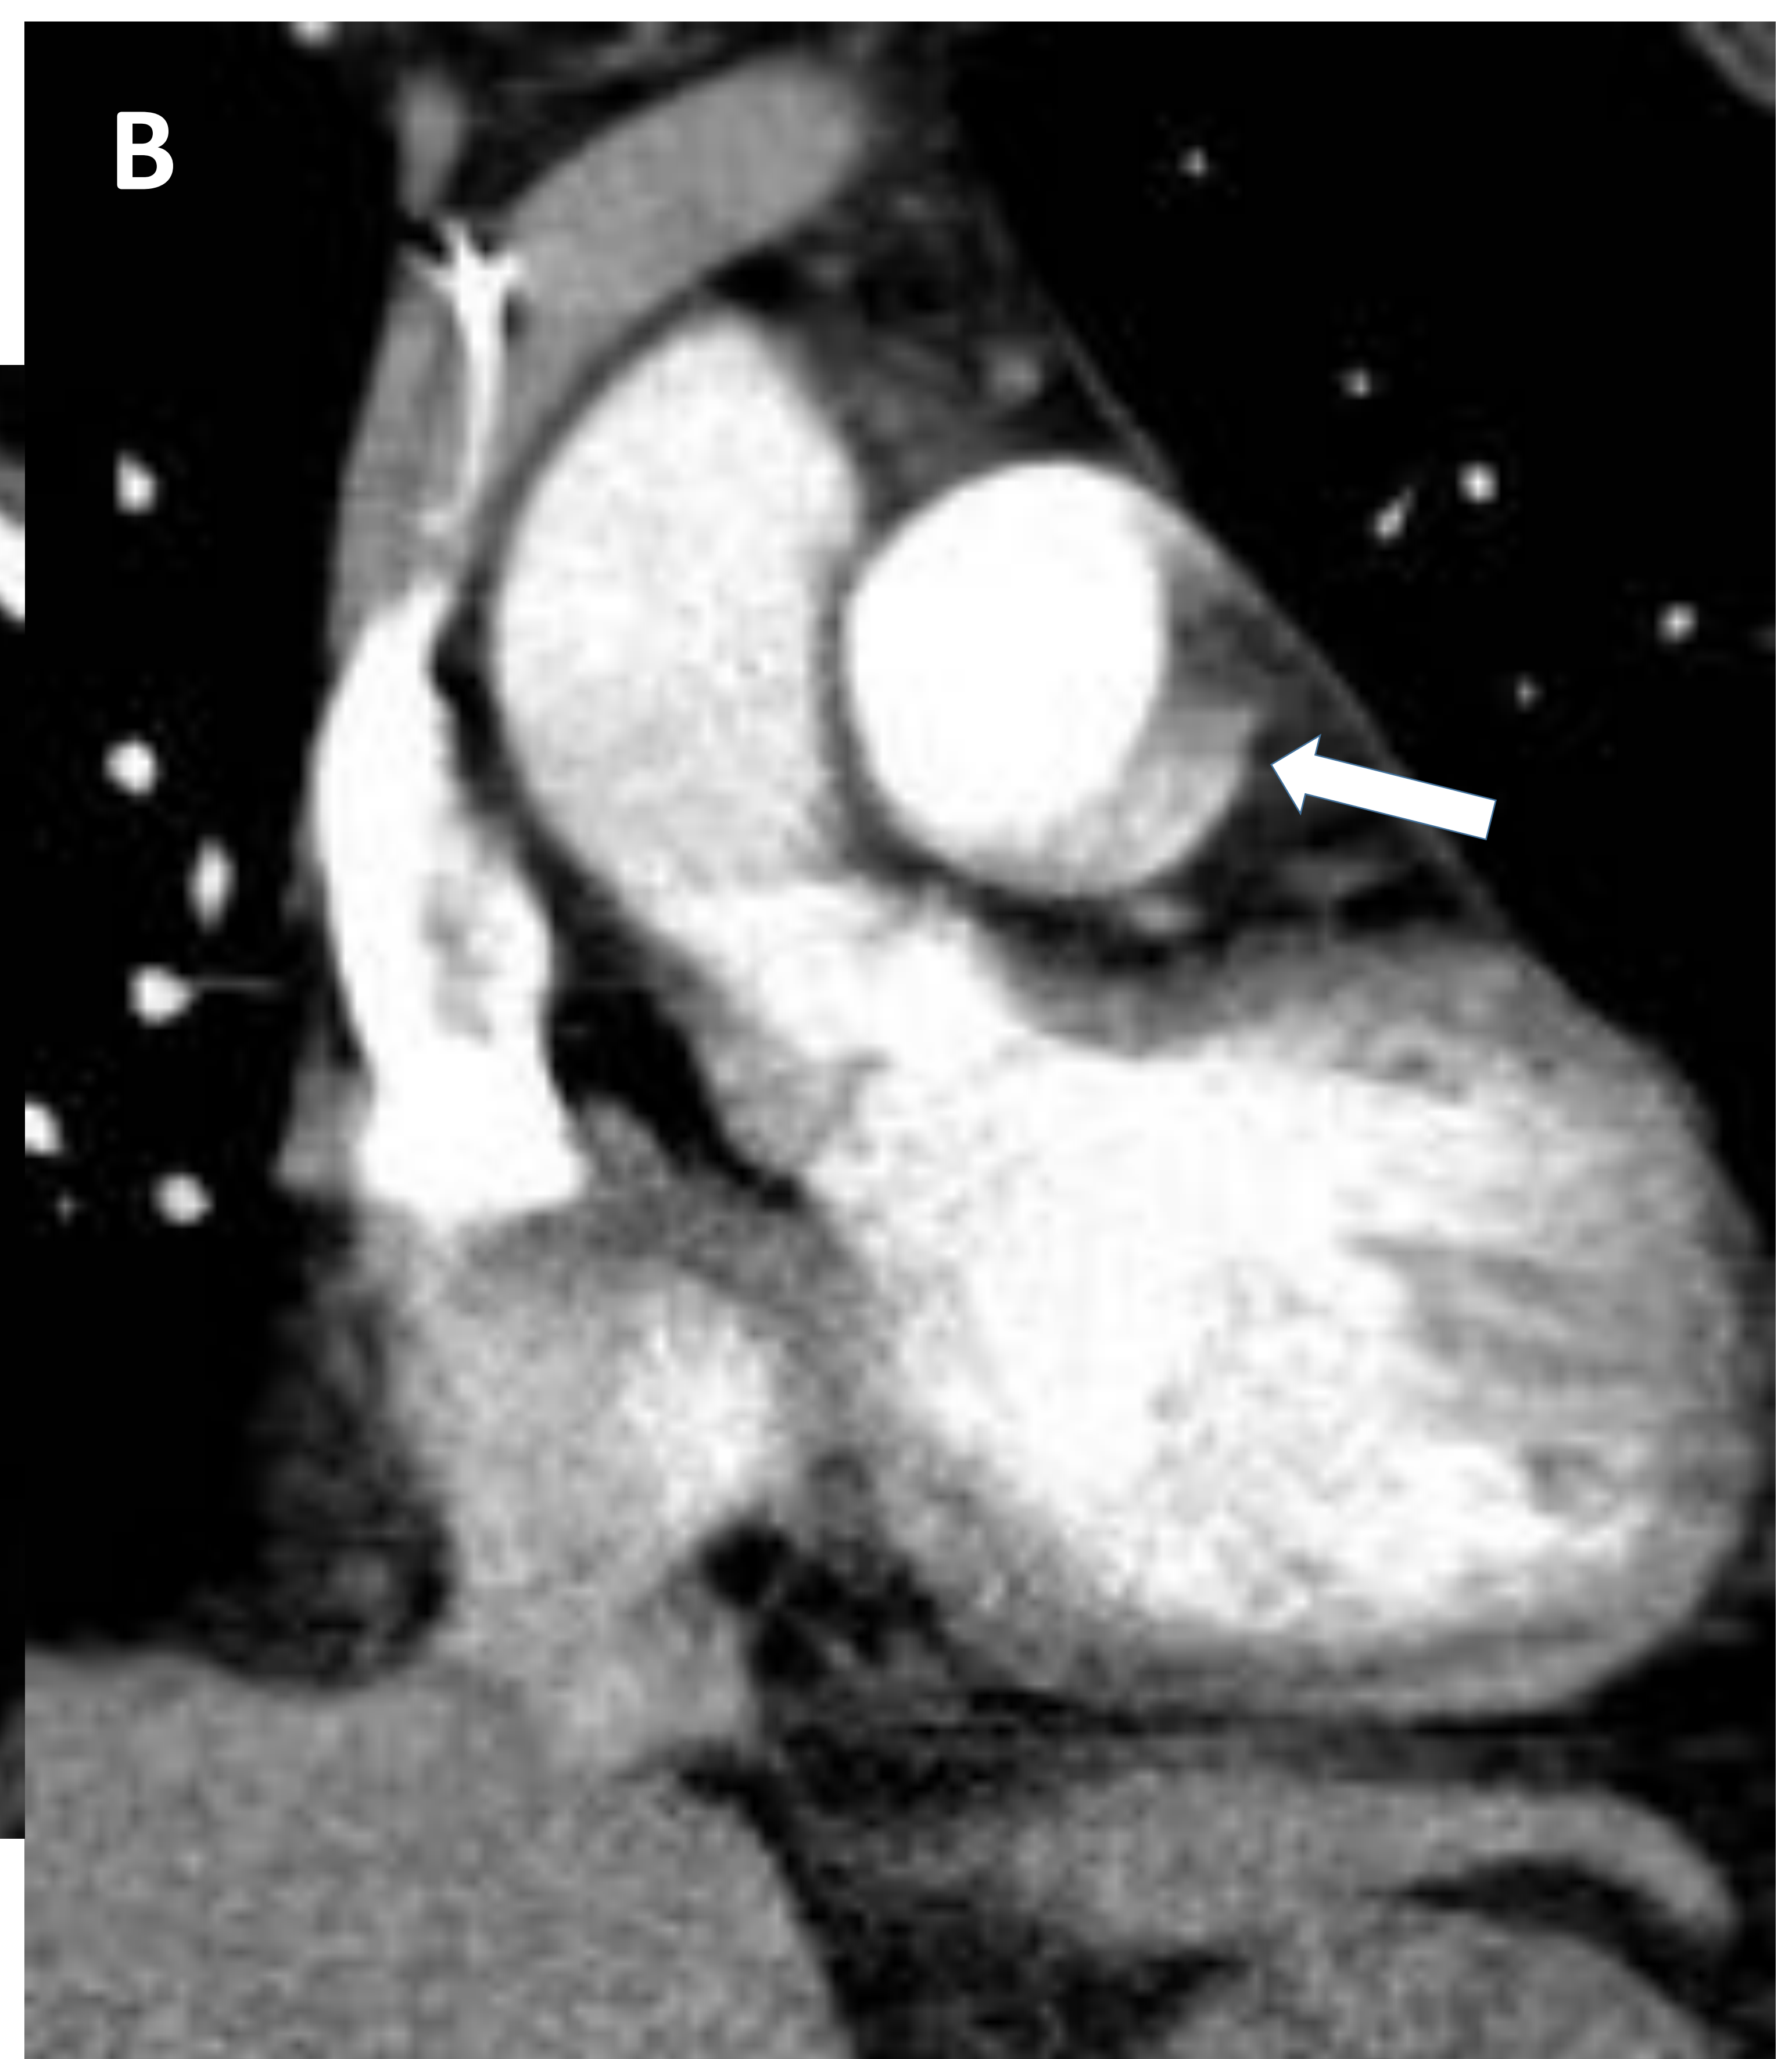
TC torácica con CIV en paciente con sospecha de TEP. A) Plano axial en el que se evidencia una imagen sugestiva de defecto de repleción (flecha) en la pared lateral izquierda del tronco pulmonar que podría plantearnos la existencia de un TEP. B) Plano sagital en el que se observa dicho defecto de repleción (flecha) descrito. En este caso el artefacto es atribuible a los movimientos cardíacos del paciente durante la realización del estudio.
